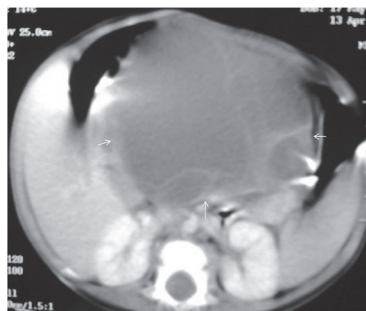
Contrast-enhanced CT scan showed nonenhancing, a well-defined, multiple septal cystic mass (arrows) without fat tissue and calcification
